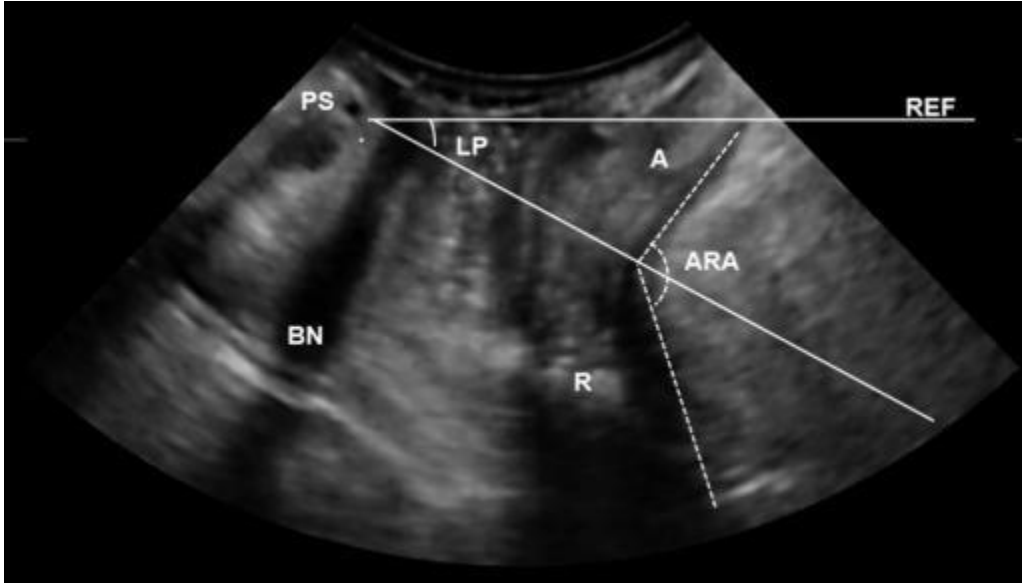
Transperineal Ultrasonun Uygulanışı (Dietz, 2017).
